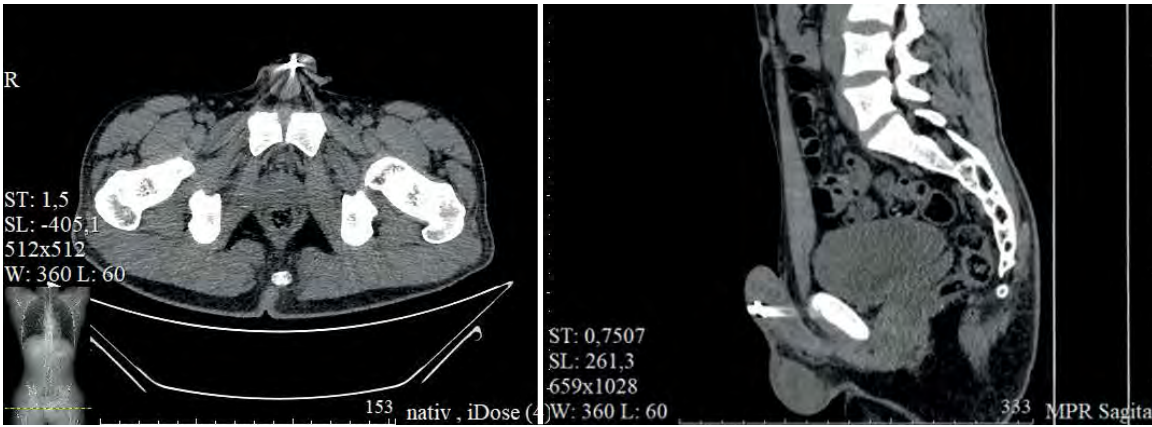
Компьютерная томография таза
